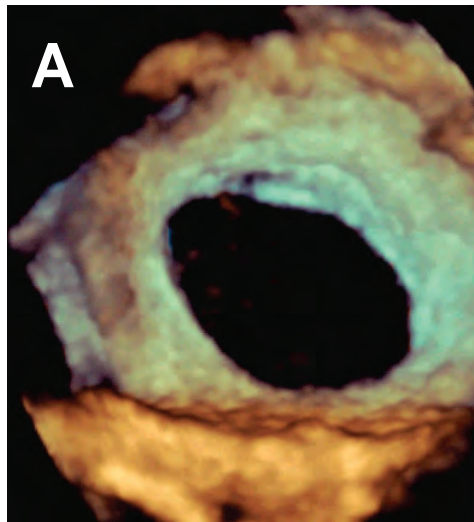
Estudios de imágenes: eco y resonancia magnética nuclear; cráneo, en pacientes con enfermedad cerebrovascular.
